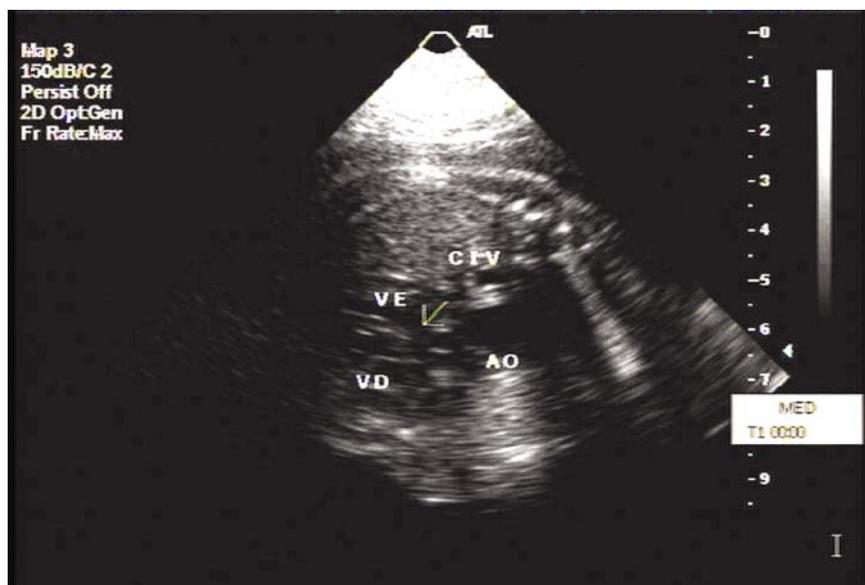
Ao ecocardiograma bidimensional com 26 semanas de gestação evidenciou-se comunicação interventricular com dextroposição da aorta. AO: aorta; CIV: comunicação interventricular; VD: ventrículo direito; VE: ventrículo esquerdo.
